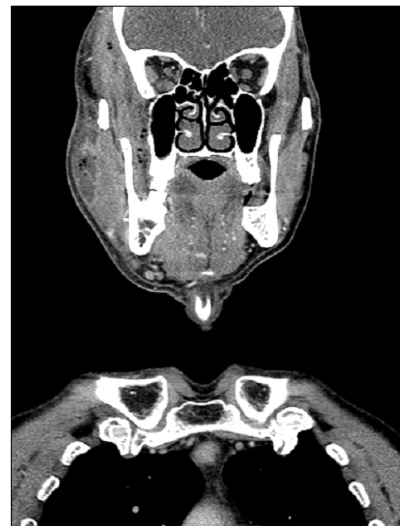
CT view shows infra temporal, buccal, parapharyngeal space abscess.
